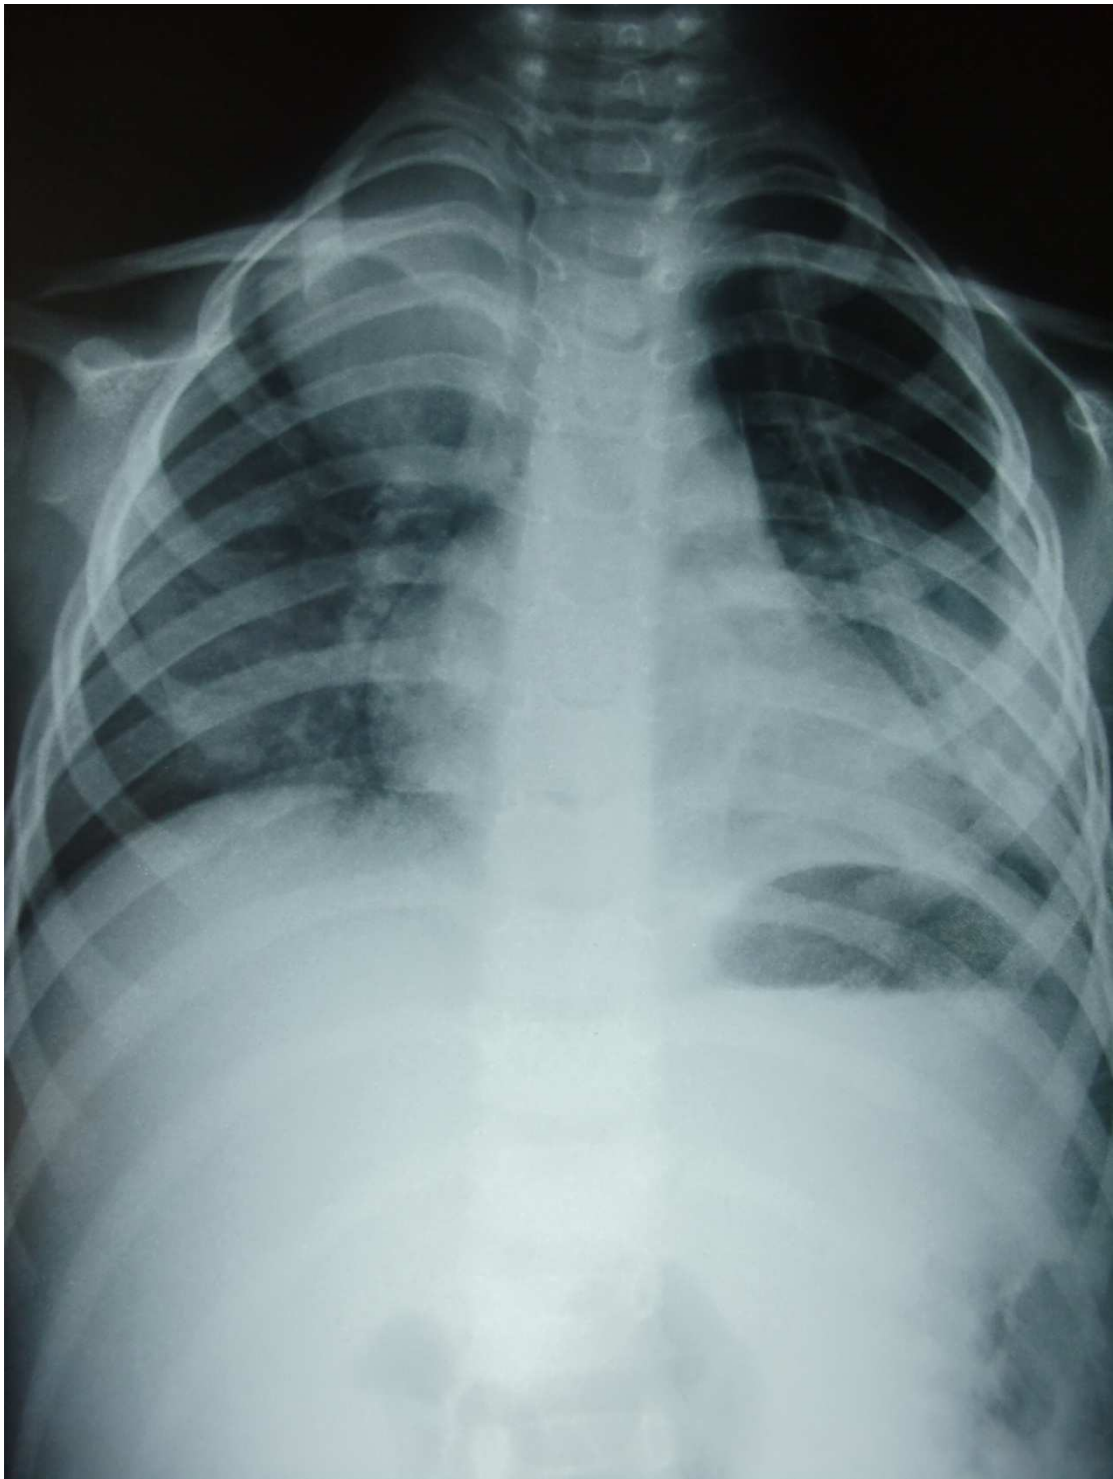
Radiographie thoracique de face de la même patiente prise en postopératoire de cure du KHP gauche montrant l'emplacement des drains.
